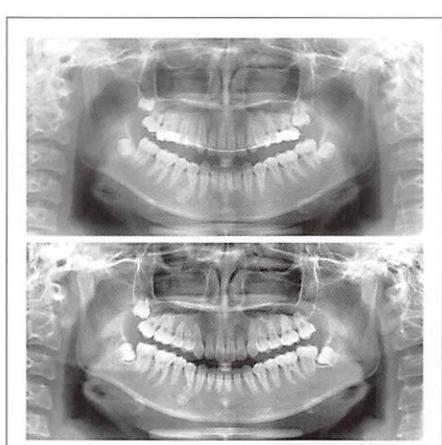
<症例2> 牽引終了と矯正治療終了時のパノラマX線写真
